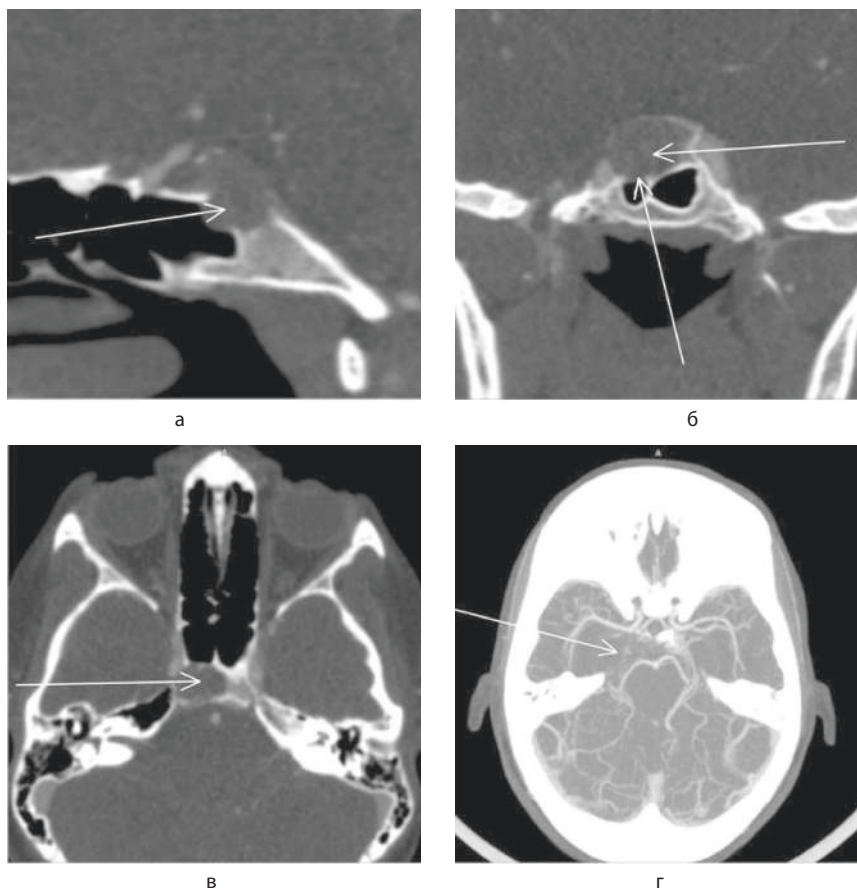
КТ головного мозга
